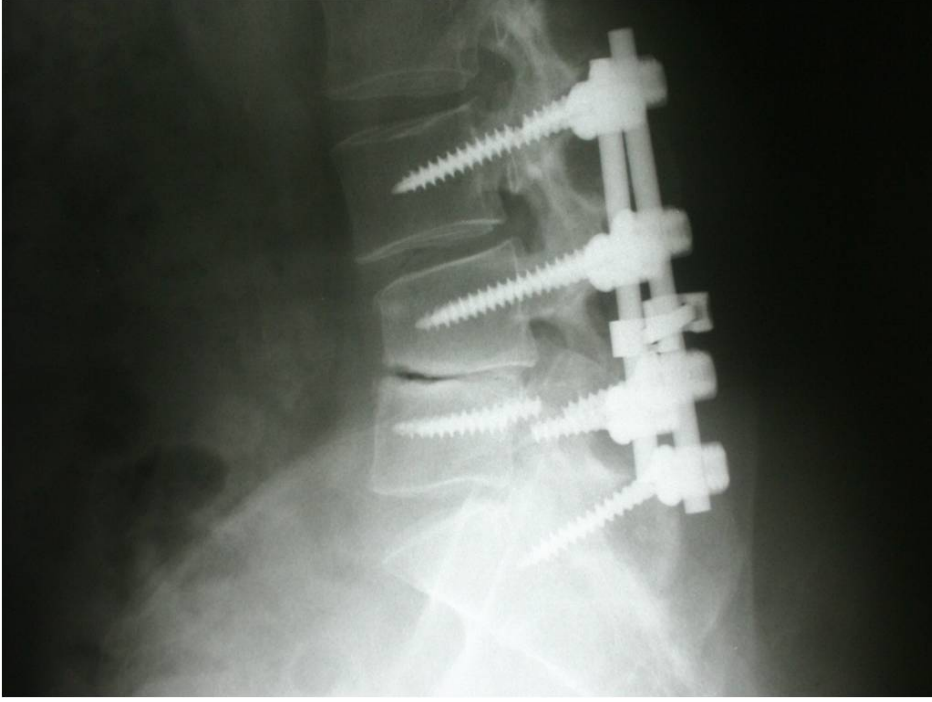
Posterior lomber L5-S1 Grade I füzyon (a. Preoperatif yan lumbosakral direk grafi, b. Postoperatif yan lumbosakral direk grafi)Şekil 2. Servikal non-füzyon olgusunda spinöz proçesler arasındaki mesafenin dinamik grafide artışı a). Postoperatif A-P direk grafi, b). Postoperatif yan hiperfleksiyonda direk grafi, c). Postoperatif yan hiperfleksiyonda direk grafi.
